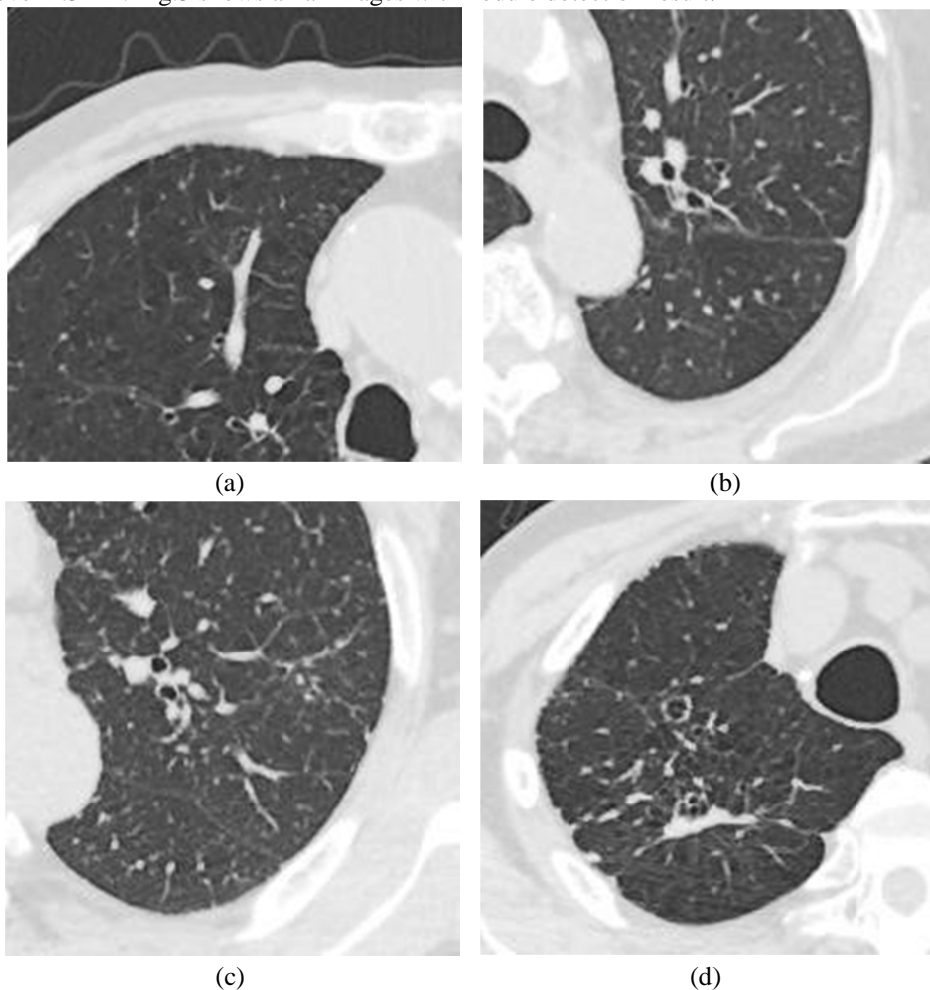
CT images of pneumoconiosis. (a)PR0/1, (b)PR1/0, (c)PR1/2, (d)PR4A.
